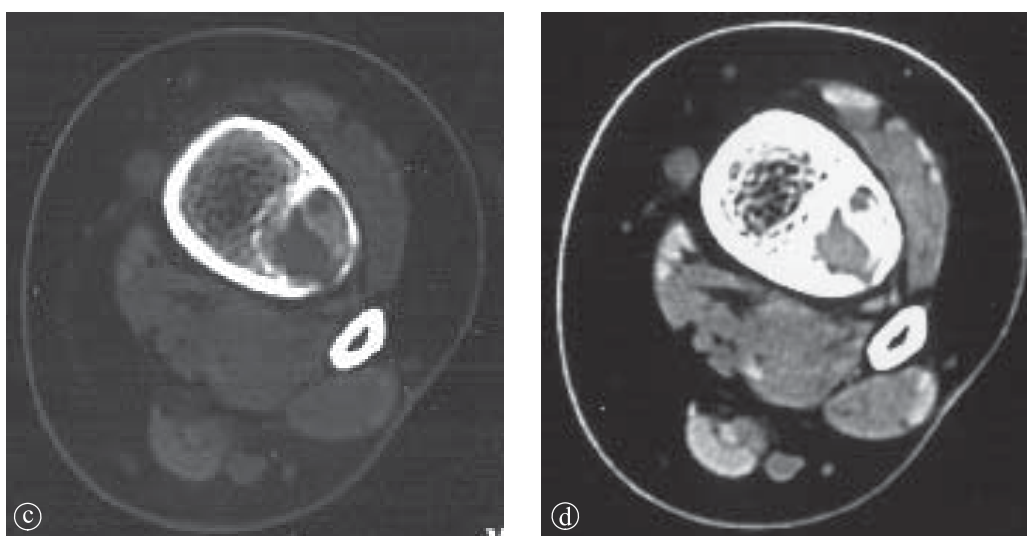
13. Fibrom neosifiant tibial. Radiografie gambe a) AP comparativ, b) LL. Zonă transparentă, de 2,7 cm lungime, bine delimitată, situată în corticala juxtametafizară a tibiei stângi. Secțiuni axiale CT: c) fereastră os, d) fereastră părți moi. Zonă hipodensă, situată în corticală, care nu invadează părțile moi.
